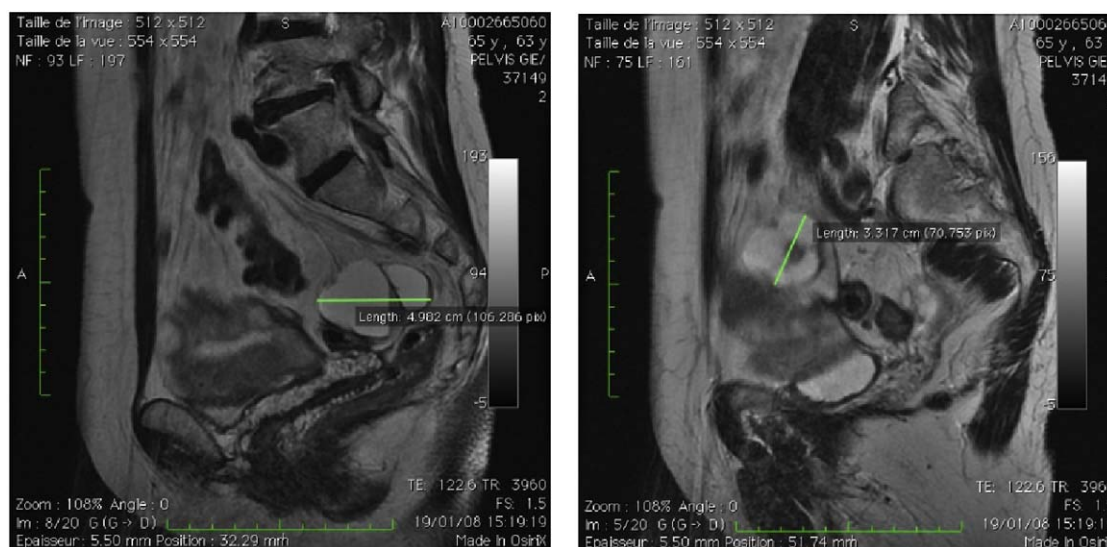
IRM pelvienne, T2, coupes sagittales.
